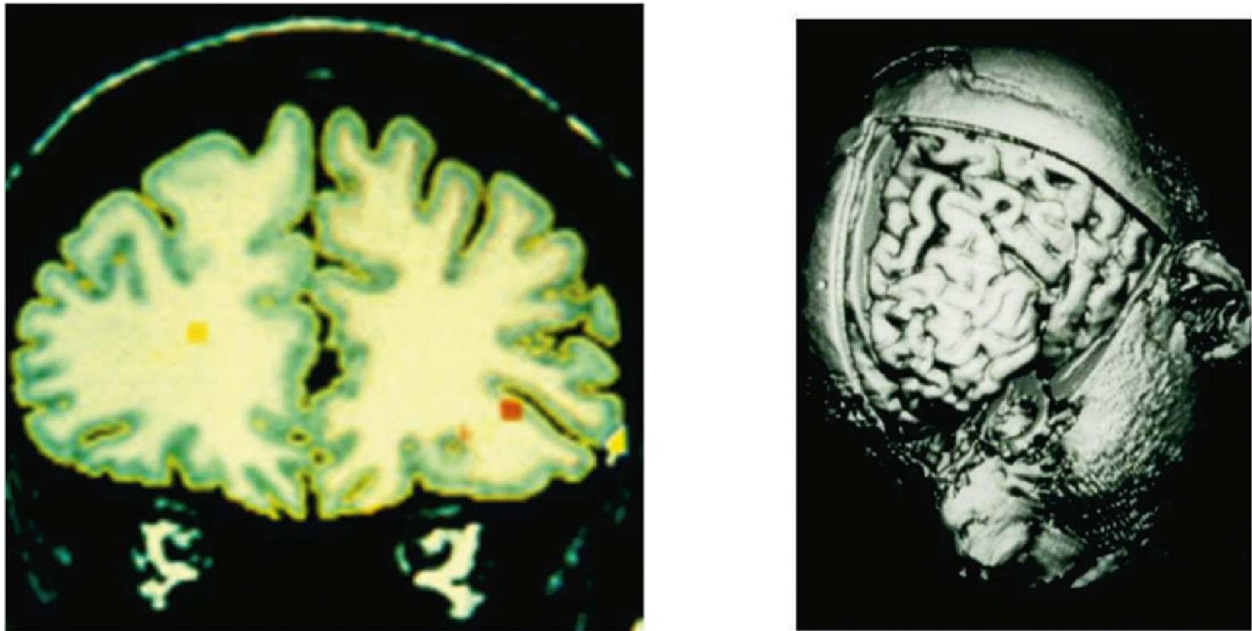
Imagem de ressonância magnética estrutural mostrando o córtex pré-frontal (à direita) e, à esquerda, imagem pré-frontal mostrando a separação entre o tecido neural (verde) da substância branca.
